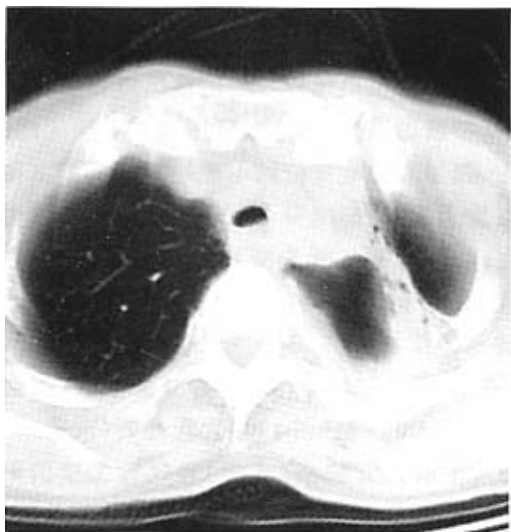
胸部螺旋 CT 显示胸锁关节水平气管狭窄和食管软组织肿块,右上肺不张
